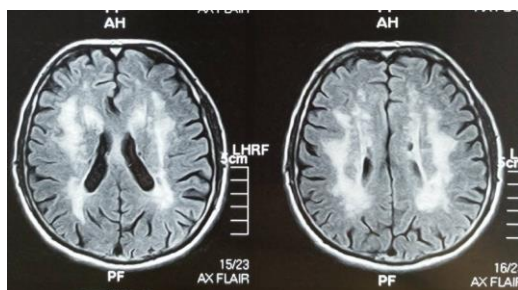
МРТ хворого (чоловік, 69 років) з судинною деменцією (хвороба Бісвангера)
